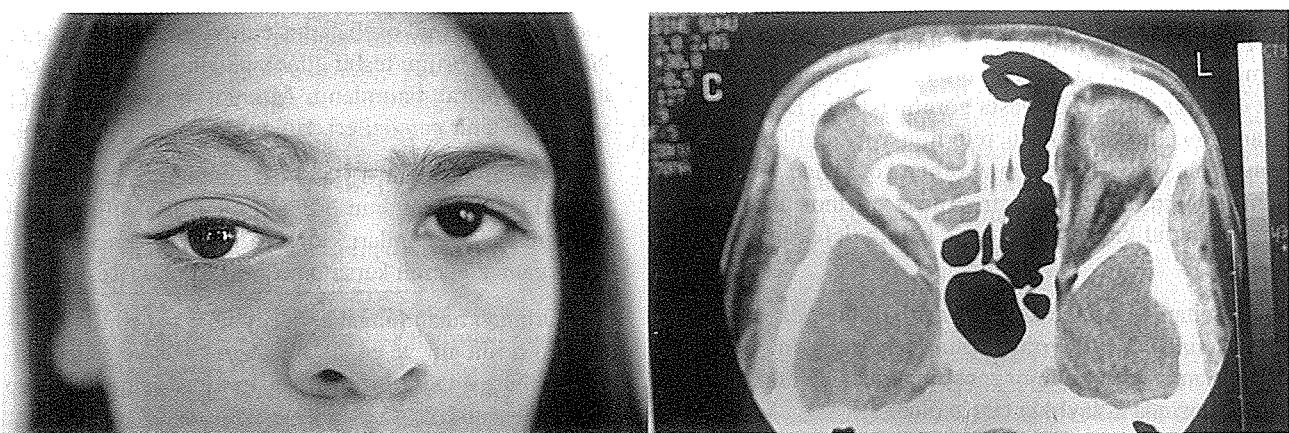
Bir ucu temporal fossada ve diğer ucu orbitada yerleşen 'dumbbell' şeklinde dermoid kist olgumuzun klinik fotoğrafı ve aksiyel CT'si izleniyor.
